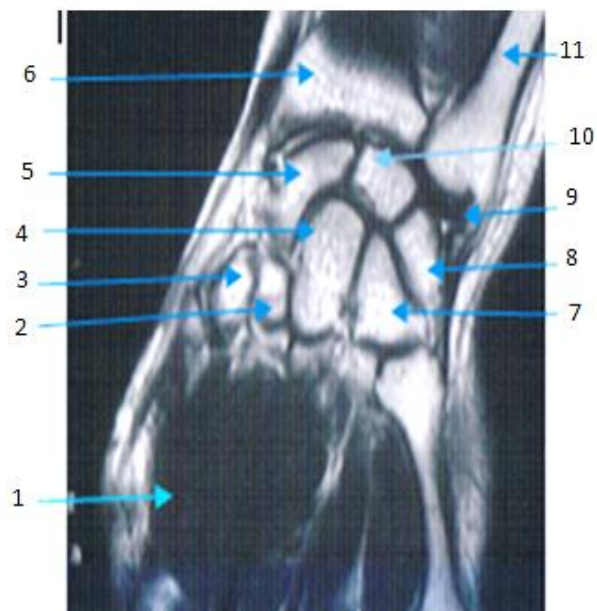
Coupe coronale à l'IRM du poignet droit. (Hôpital militaire de Bouchaoui, service d'orthopédie. 2015)
